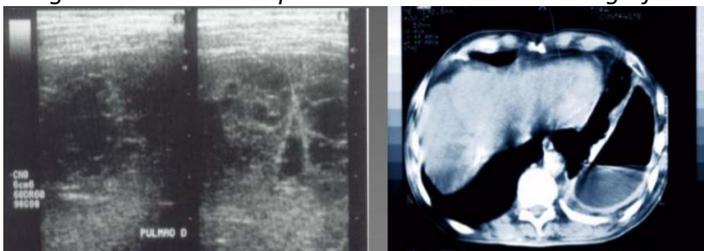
US tórax evidenciando loculações. TC tórax com empiema crônico com nível hidroaéreo.
